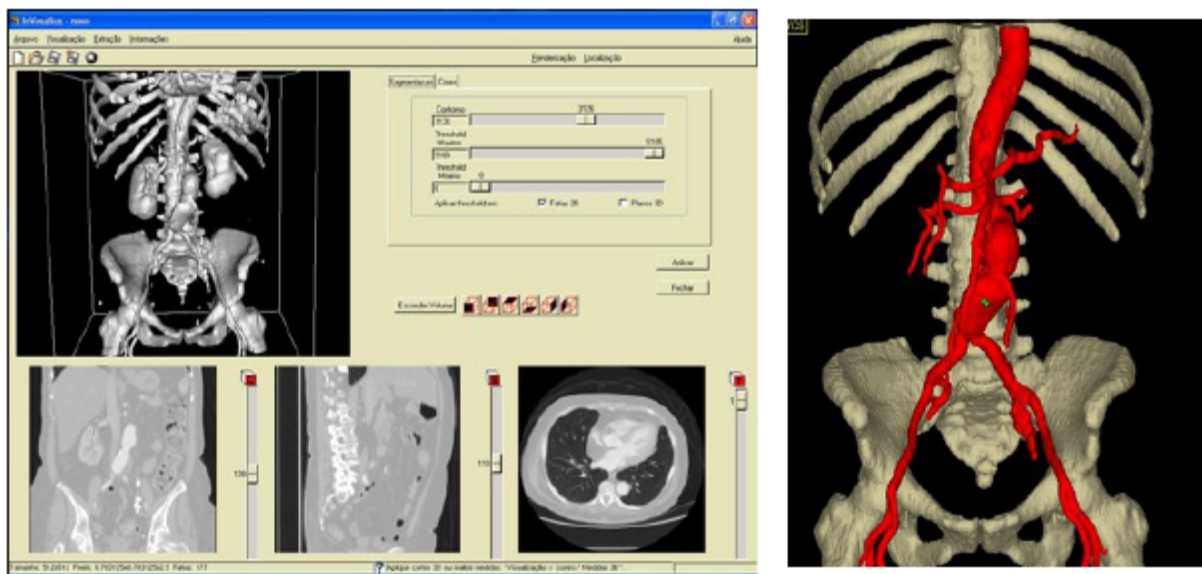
Reconstrução tridimensional da aorta abdominal a partir de cortes obtidos por tomografia (InVesalius, 2008).
